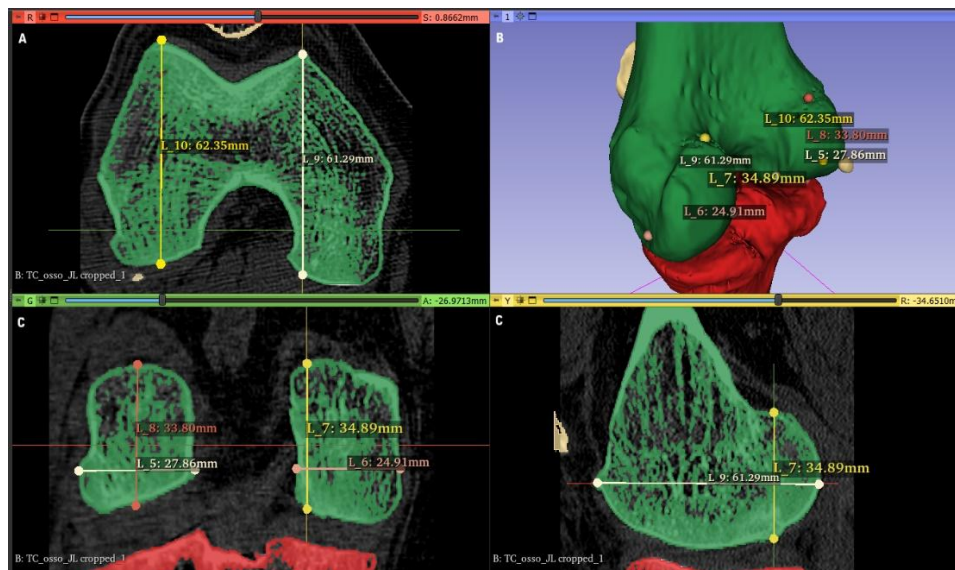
Determinação de algumas medidas no fêmur para fins comparativos com o modelo impresso físico, através das imagens TC no software *3D Slicer*. (A) Determinação das medidas L_10 e L_9, representando a largura dos côndilos, no plano axial. (B) visualização 3D das medidas retiradas. (C) Determinação das medidas [L_5 – L_8], representado a espessura e altura dos côndilos, no plano coronal. (D) Demonstração das medidas L_7 e L_9, no plano sagital.
